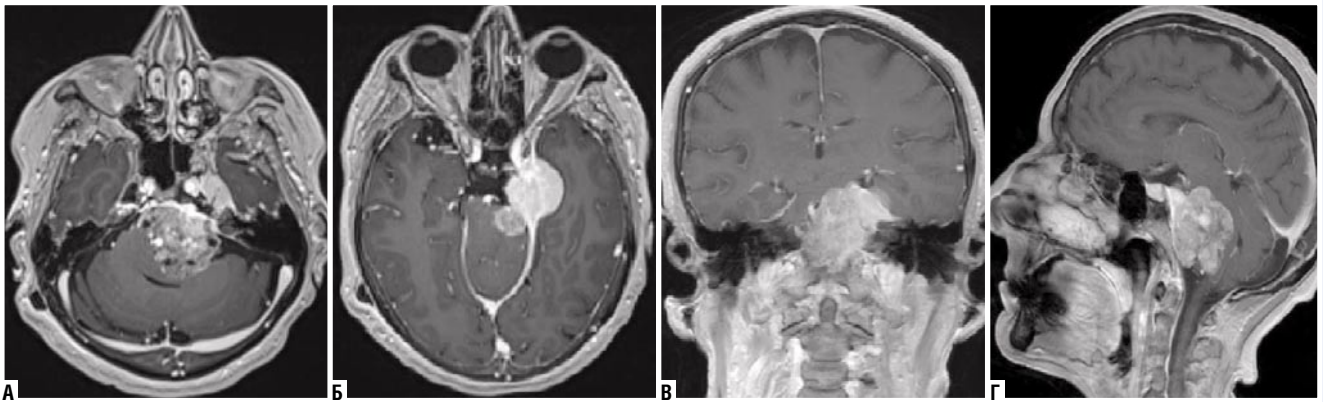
МРТ головного мозга. T1-взвешенные изображения с контрастным усилением в аксиальной (А, Б); фронтальной (В); сагиттальной проекциях (Г): менингиома левой петрокливальной области (Ischimura-Kawase CS type), выраженная компрессия ствола головного мозга.
